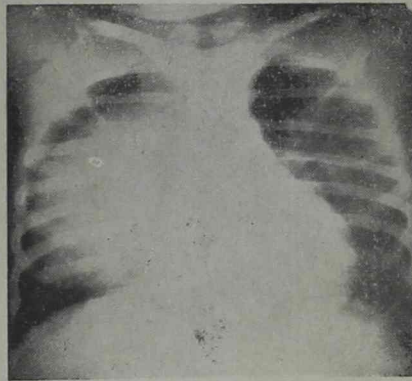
Telerradiografía en frontal y en perfil (Fig. 3) que mostraban el tamaño de la tumoración.
